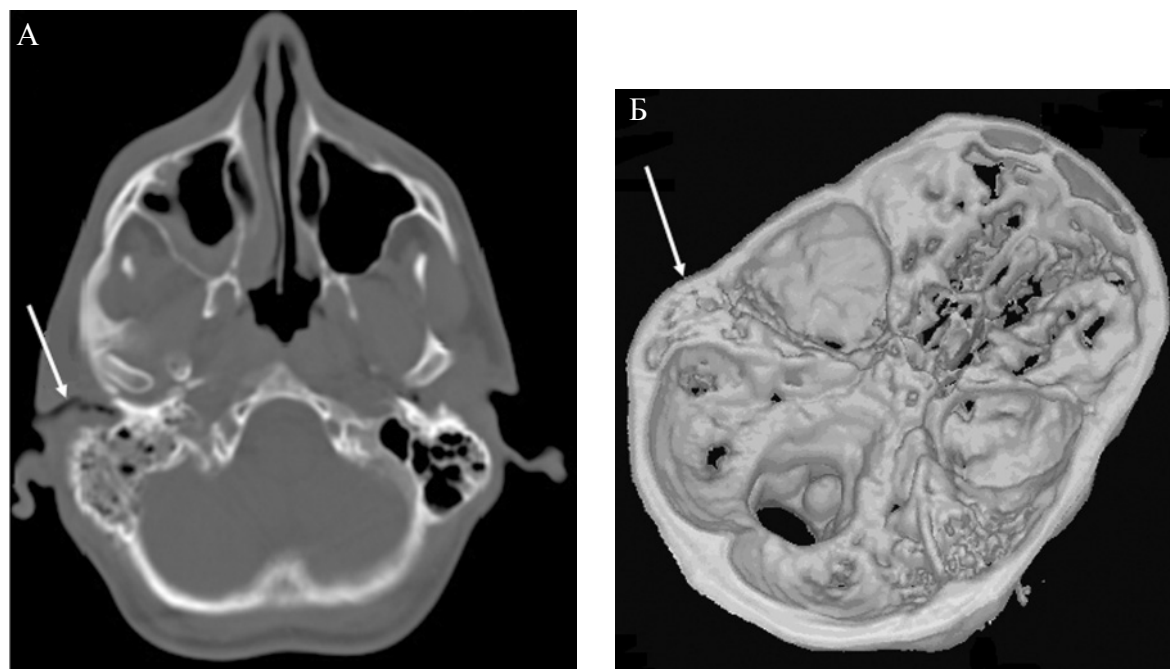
Правосторонний продольный ПВК. А — СКТ, аксиальный срез. Б — СКТ с 3 D реконструкцией.
